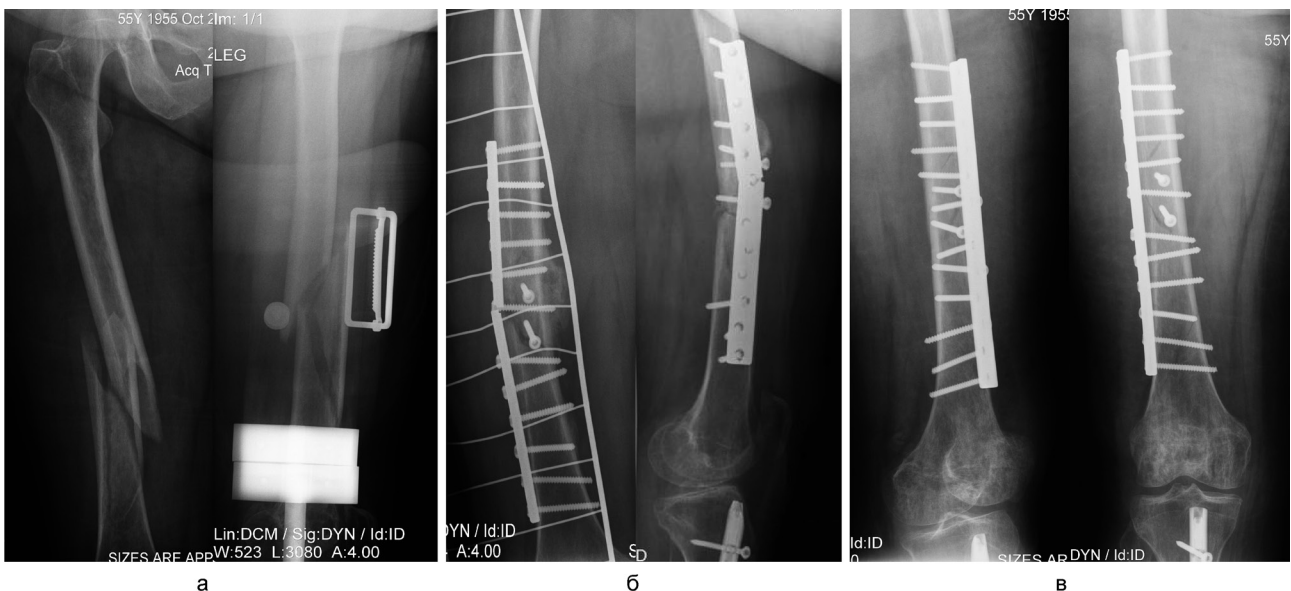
Рентгенограммы больного 57 лет, перелом бедра (тип 32.B): а – после травмы, б – после остеосинтеза биоинертной пластиной, в – после перелома пластины через 4 месяца
